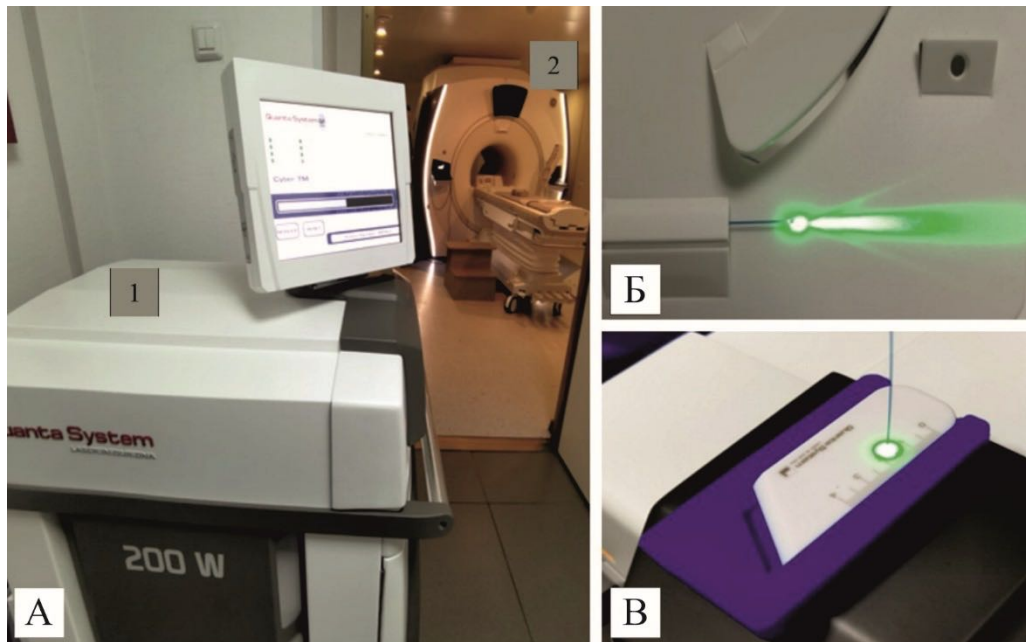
Общий вид МРТ-кабинета и оборудования (А): 1 – тулиевый лазер системы Cyber TM мощностью 200 Вт (Quanta System, Italy); (Б) – линейная длина светового пучка тулиевого лазера; (В) – радиальная длина светового пучка тулиевого лазера
